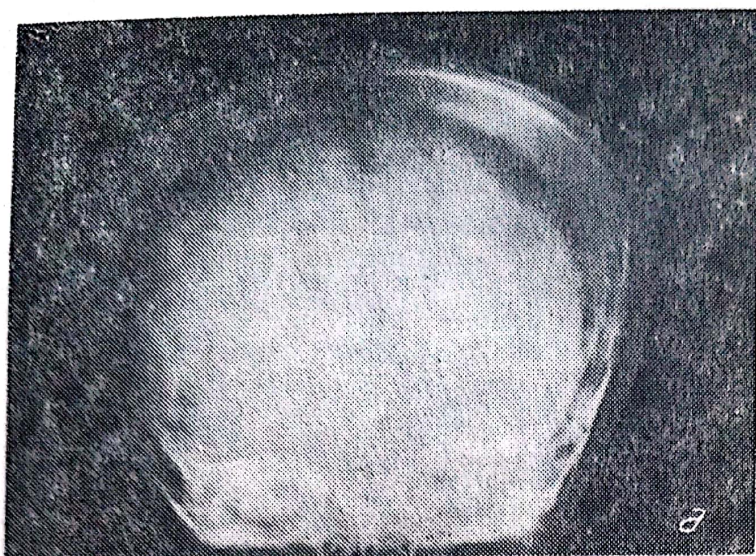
Radiografie craniană simplă: sindrom de HIC într-un caz de abces cerebral:
